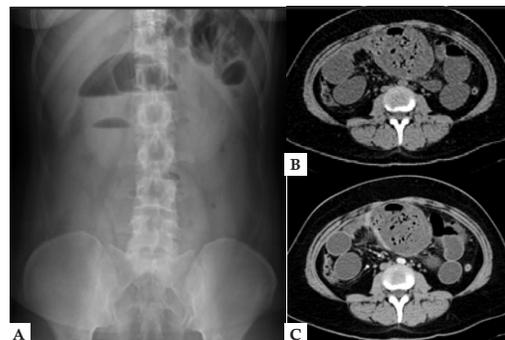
A. Rx simple de abdomen en bipedestación. Se observa asa centinela en mesogastrio, con presencia de niveles hidroaéreos. B y C. TAC de abdomen en fase simple y contrastada. Se observa una imagen hipodensa, con centro en forma espiral atribuible a gas atrapado en el material textil y una pared externa hiperdensa.
